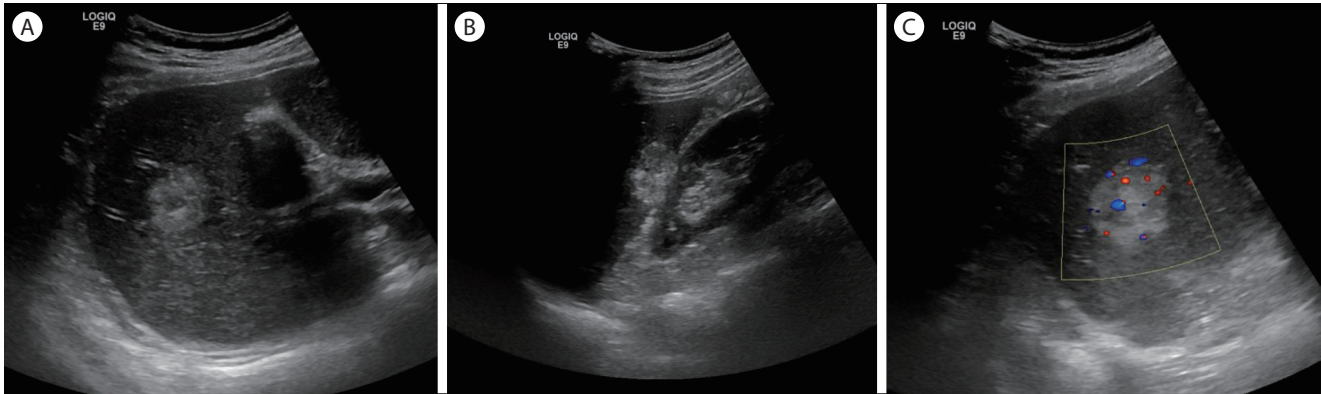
(A) Transverse scan shows a round hyperechoic and mixed echoic mass. (B) Longitudinal scan shows a round hyperechoic and mixed echoic mass near the right kidney. (C) Color Doppler shows a dot pattern.
